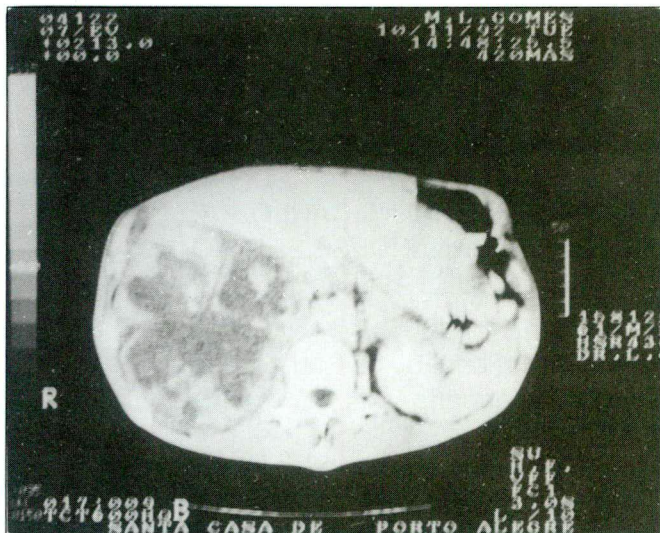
TC mostrando grande tumor retroperitoneal.
